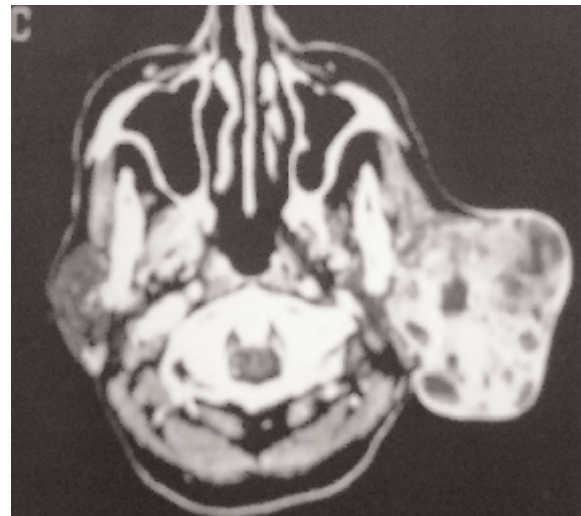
TDM injectée en coupe axiale : masse hétérogène de la parotide avec des zones liquidiennes et des calcifications.
